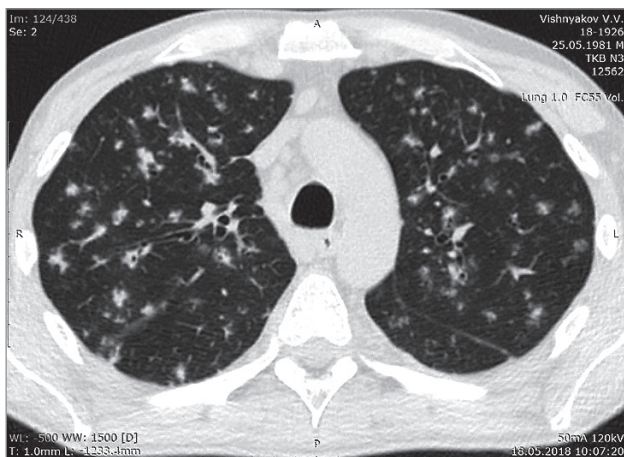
Бронхобулярный туберкулез органов дыхания с мелкими полостями распада. Компьютерная томография
